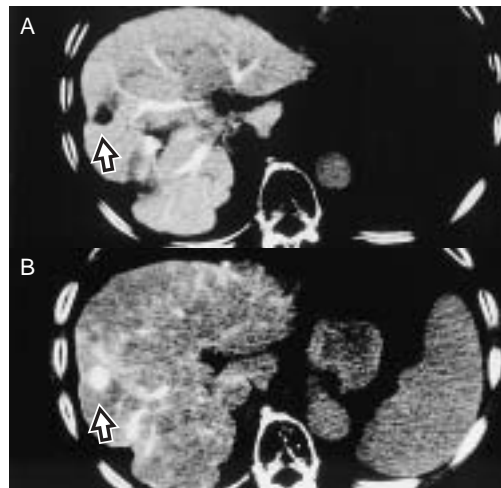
腹部造影CT画像(A: CTAP門脈相, B: CTHA早期相)
